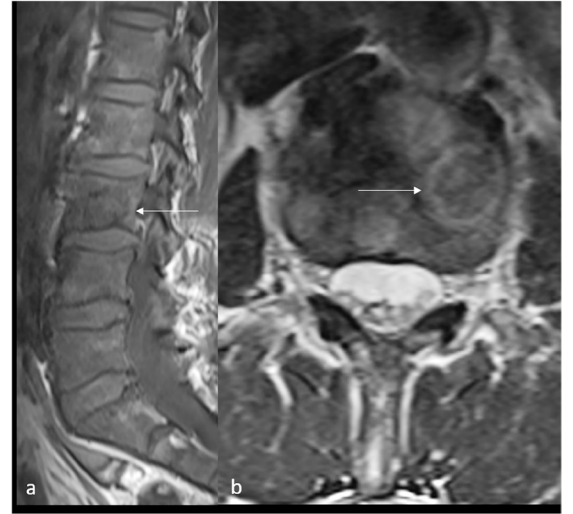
Kronik böbrek yetmezliği. Elli dokuz yaşında diyaliz hastasının lomber MR incelemesinde T1 (a) ve T2 (b) ağırlıklı görüntülerde vertebra korpuslarının end-platolarında hipointens sinyal değişikliği (oklar) izleniyor. L4 vertebra korpusu posteriorunda (beyaz ok) sekte disk hernisine ait yumuşak doku izlenmektedir. L4-5 düzeyinde spondilolistezis ve spinal kanalda daralma mevcuttur. MR, manyetik rezonans.
